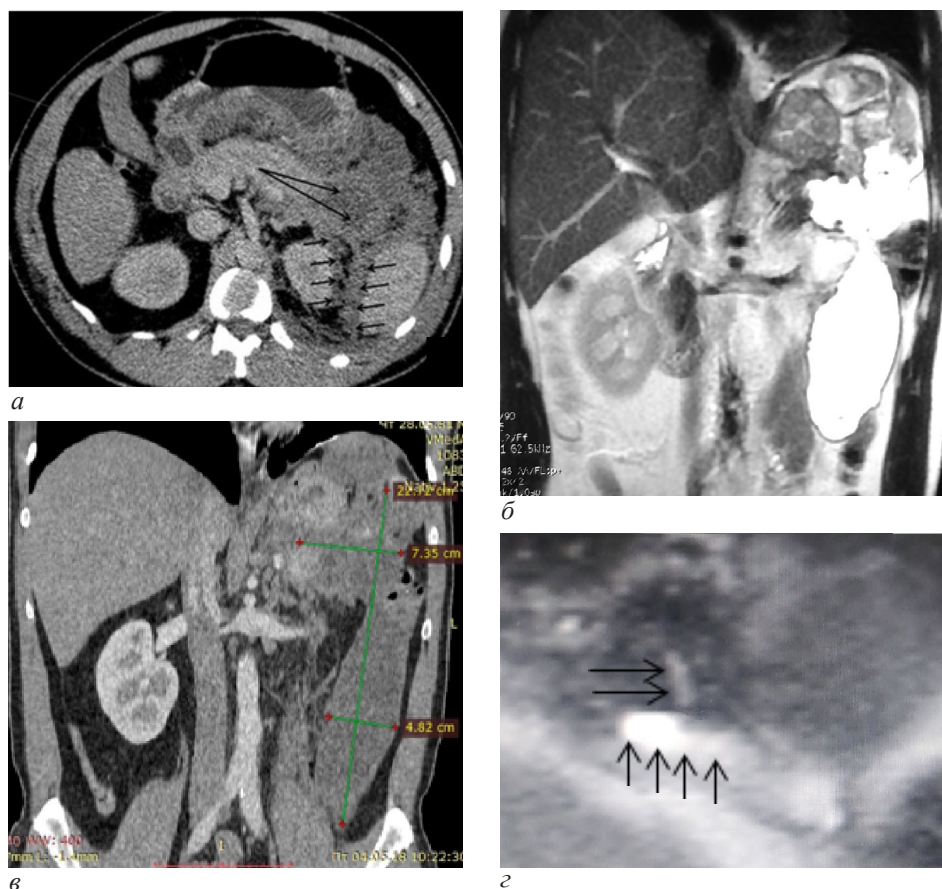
Томограммы живота больного X: а – зона некроза размерами $38 \times 32 \times 22$ мм в области хвоста поджелудочной железы (длинные стрелки) и воспалительной инфильтрации забрюшинной клетчатки в области левой почки и селезенки (короткие стрелки); б – двукамерная псевдокиста, сформировавшаяся через 1,5 месяца после панкреонекроза; в – вид двукамерной псевдокисты через 5 месяцев после панкреонекроза; г – участок главного протока в области хвоста поджелудочной железы (длинные стрелки) и часть псевдокисты, прилегающей к ней (короткие стрелки)
